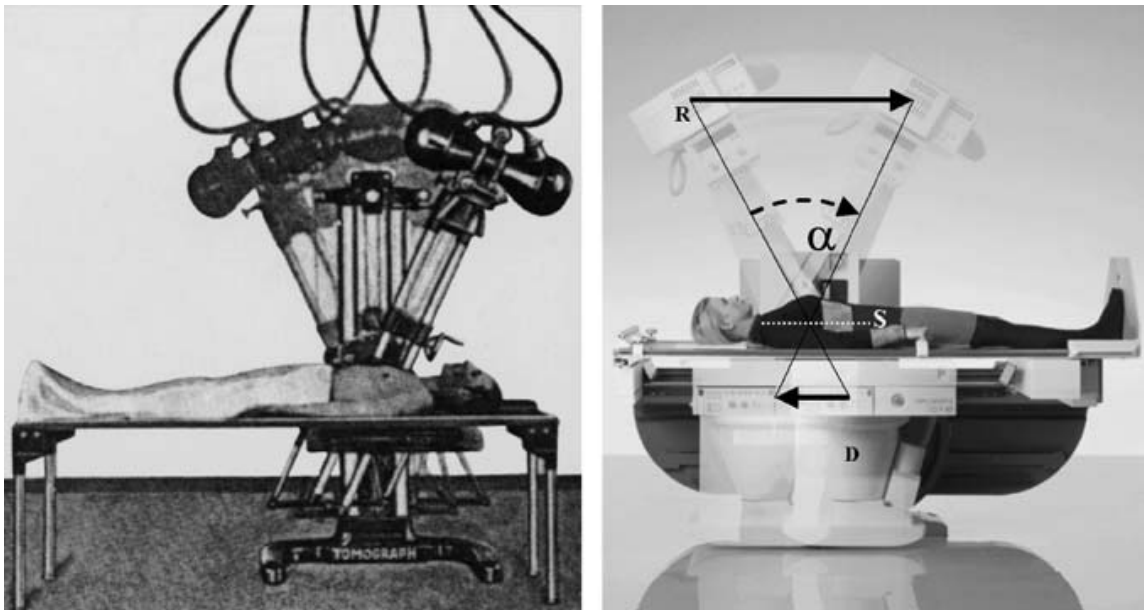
a sinistra lo storico tomografo proposto da Grossman; a destra il moderno tomografo digitale Sirograph T.O.P. prodotto dalla Siemens, la lastra radiografica è mossa in maniera sincrona con il generatore a raggi-x definendo una singola fetta. (cortesia della Siemens Medical Solutions)
